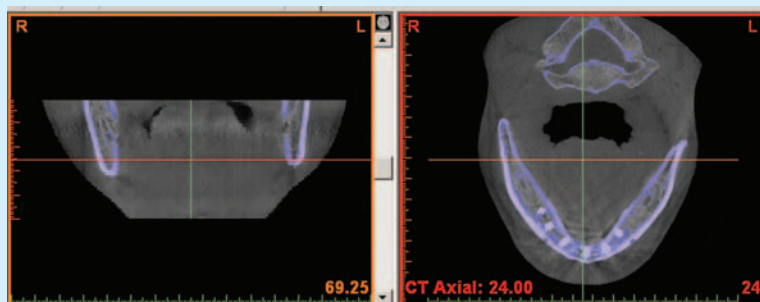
将患者术后CBCT导入Simplant软件,显示术后实际种植体所在的三维位置(红色部分为实际种植体)
